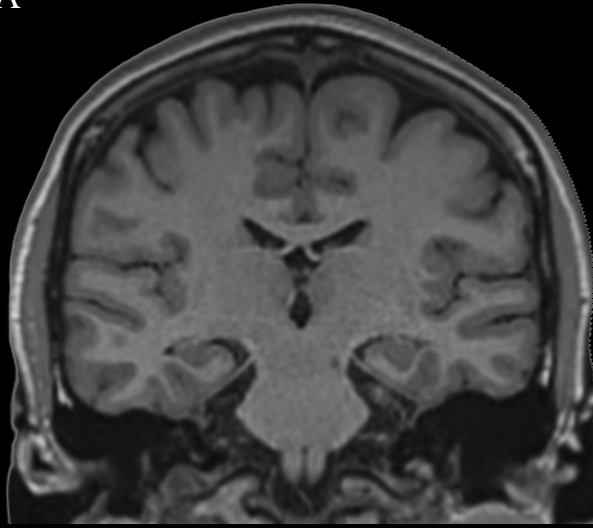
Seção coronal do encéfalo ao nível dos corpos mamilares do hipotálamo. RNM (A) e TC (B). Neste plano é possível identificar os núcleos da base e suas relações além de visualizar o córtex insular no interior do sulco lateral, o tronco do corpo caloso superiormente aos ventrículos laterais, o septo pelúcido, separando os ventrículos laterais. Neste corte observa-se a formação hipocampal localizada medialmente ao corno temporal do ventrículo lateral. Observa-se também os giros frontais (superior, médio e inferior) e temporais (superior, médio e inferior).
